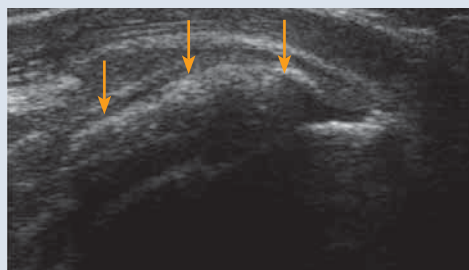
Échographie. Calcification (flèches) du tendon supra-épineux avec atténuation postérieure.
